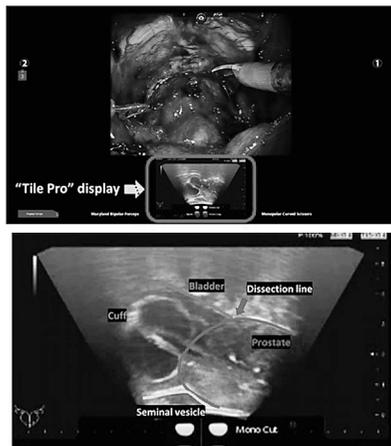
前立腺全摘におけるTilePro™マルチ・ディスプレイ。膀胱頸部離断時におけるコンソール画面 (上) と経直腸の前立腺超音波縦断像 (下)。
